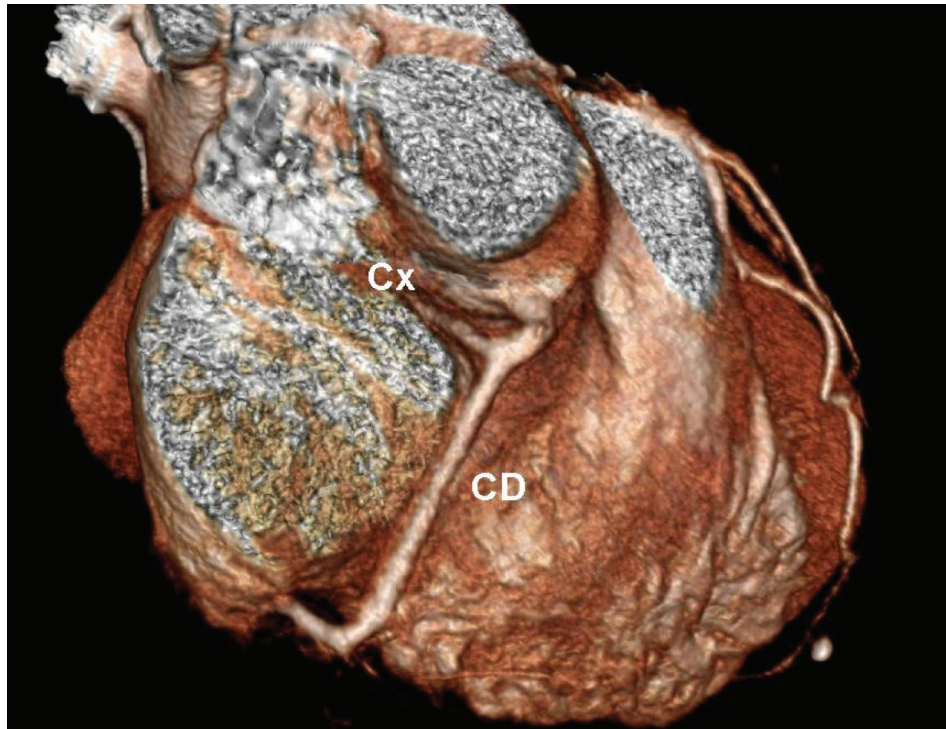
Angiotomografia coronariana multislice demonstrando artéria circunflexa originando-se da coronária direita. Cx - Artéria circunflexa; CD - Coronária direita.
